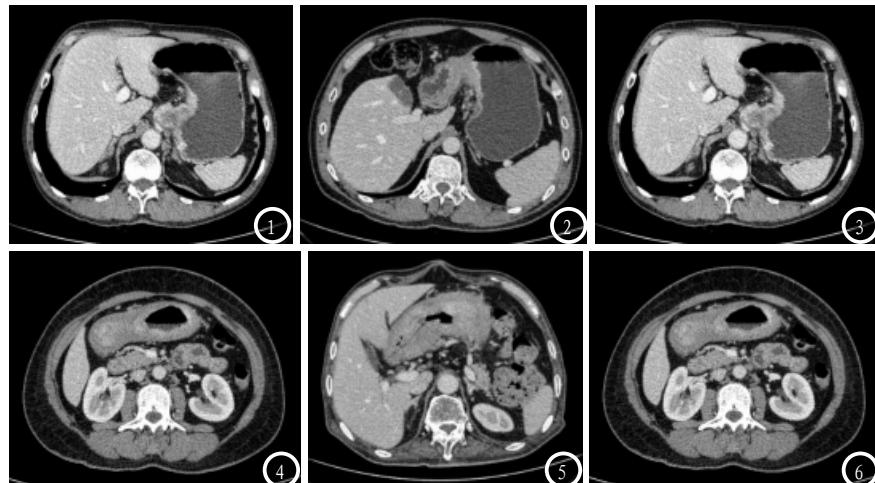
都为进展期胃癌。图1 门静脉期的癌肿表现为大块合并状强化，其中相对浆膜面上的结节粗糙。图2 门静脉期的胃窦壁不均匀的强化，相对的脂肪和脂肪中的结节模糊。图3 门静脉癌肿表现为不同区域强化，强化程度不一，癌肿在浆膜面上的结节外突。图4-6 都为进展期胃癌。图4 表示为CT扫描时门静脉期，图中可见胃小弯旁边的淋巴结强化明显为大结节组合型。图5 表示为CT扫描时门静脉期，图中可见淋巴结在胃小弯侧旁边的分布形势为一般型，强化也一般。图6 表示为CT动脉期淋巴结在胃窦的前壁强化形势较弱，小结节散落状。
